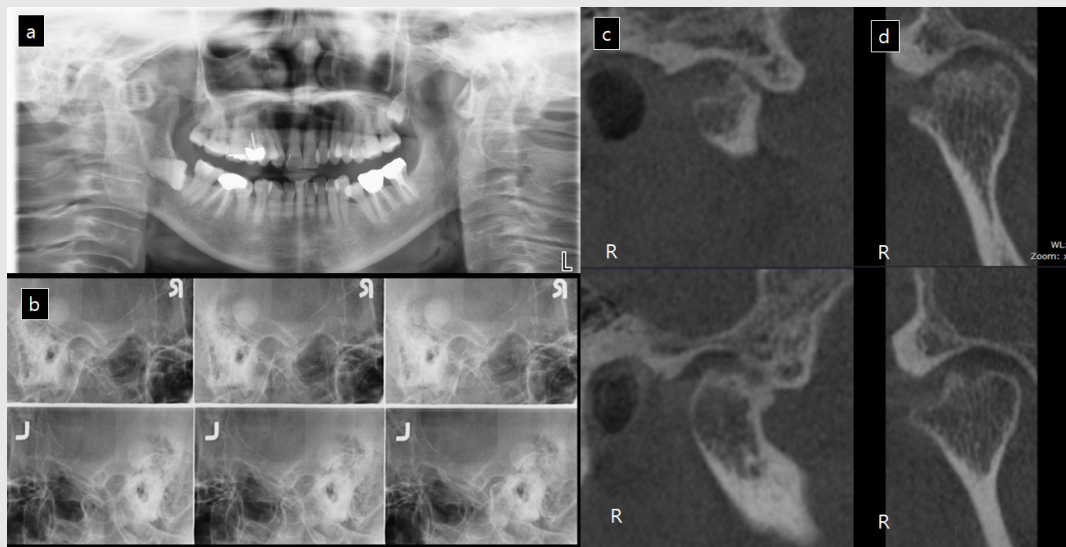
a. 파노라마, b. transcranial view, c. 치과용 CT상 우측 과두의 lateral view, d. 치과용 CT상 우측과두의 coronal view
